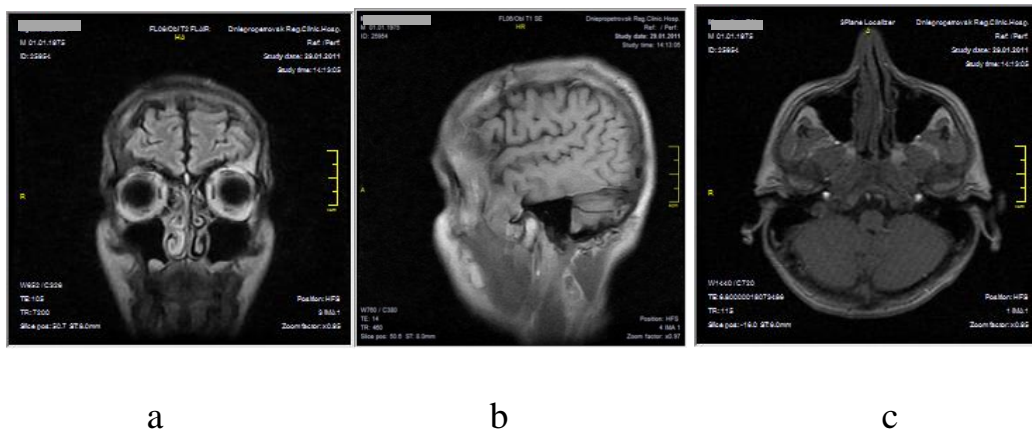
Томограма головного мозку хворого М., 36 років, во фронтальній (а), сагітальній (б) і аксіальній (с) проекціях після 45 тижнів АРТ: без патологічних змін
